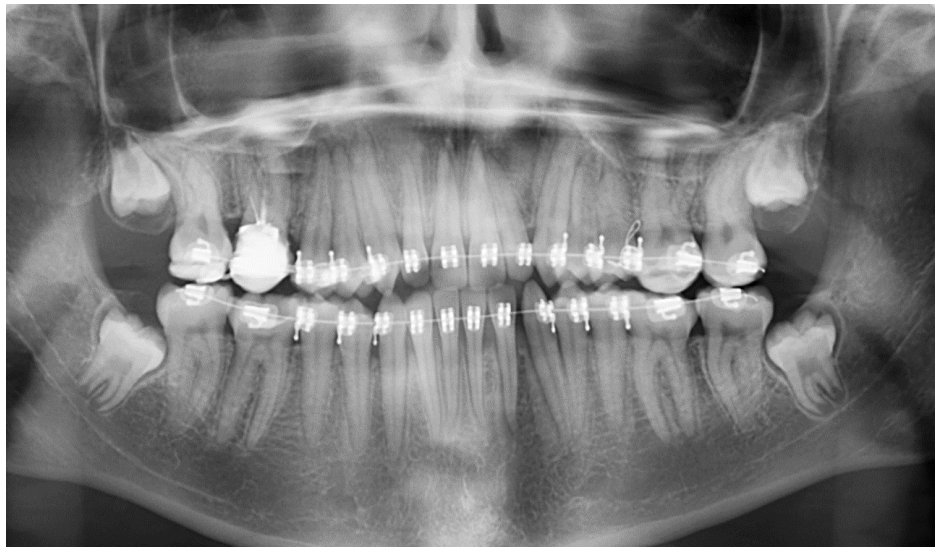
Ортопантомограма дитини віком 16 років. Зачатки 18/28 та 38/48 на стадії формування «G» за Demirjian.
